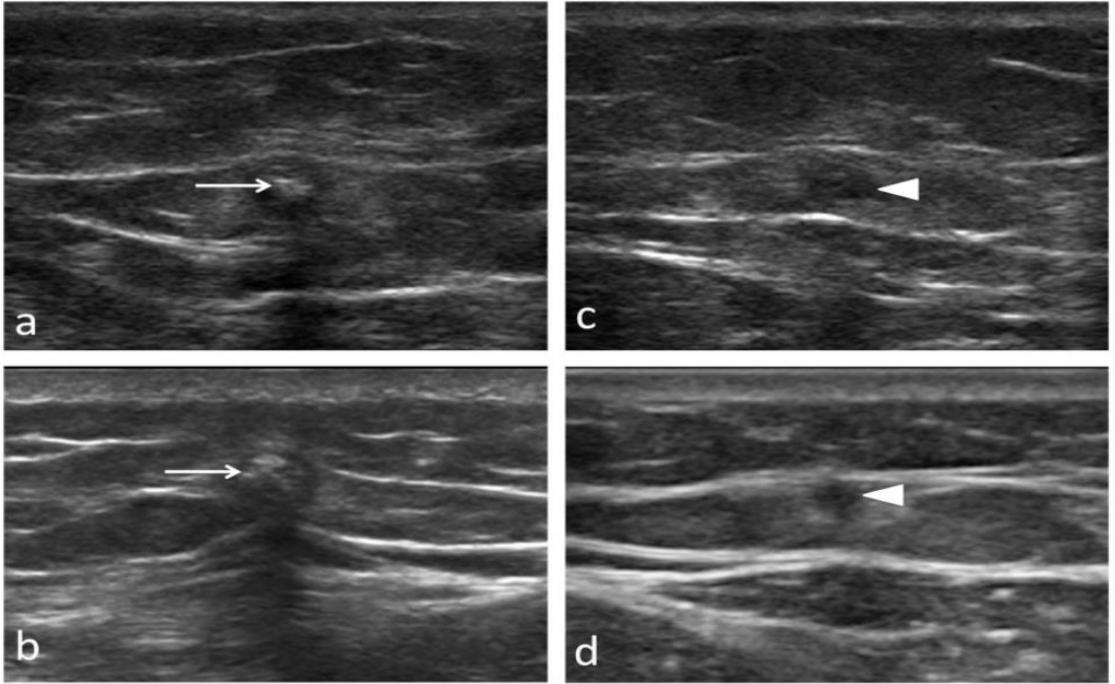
USG sefanofemorel birleşke alanının uzununa ve trasfers görünümü. Oklar olan kısım ilem sonrası kapandığını gösteriyor
